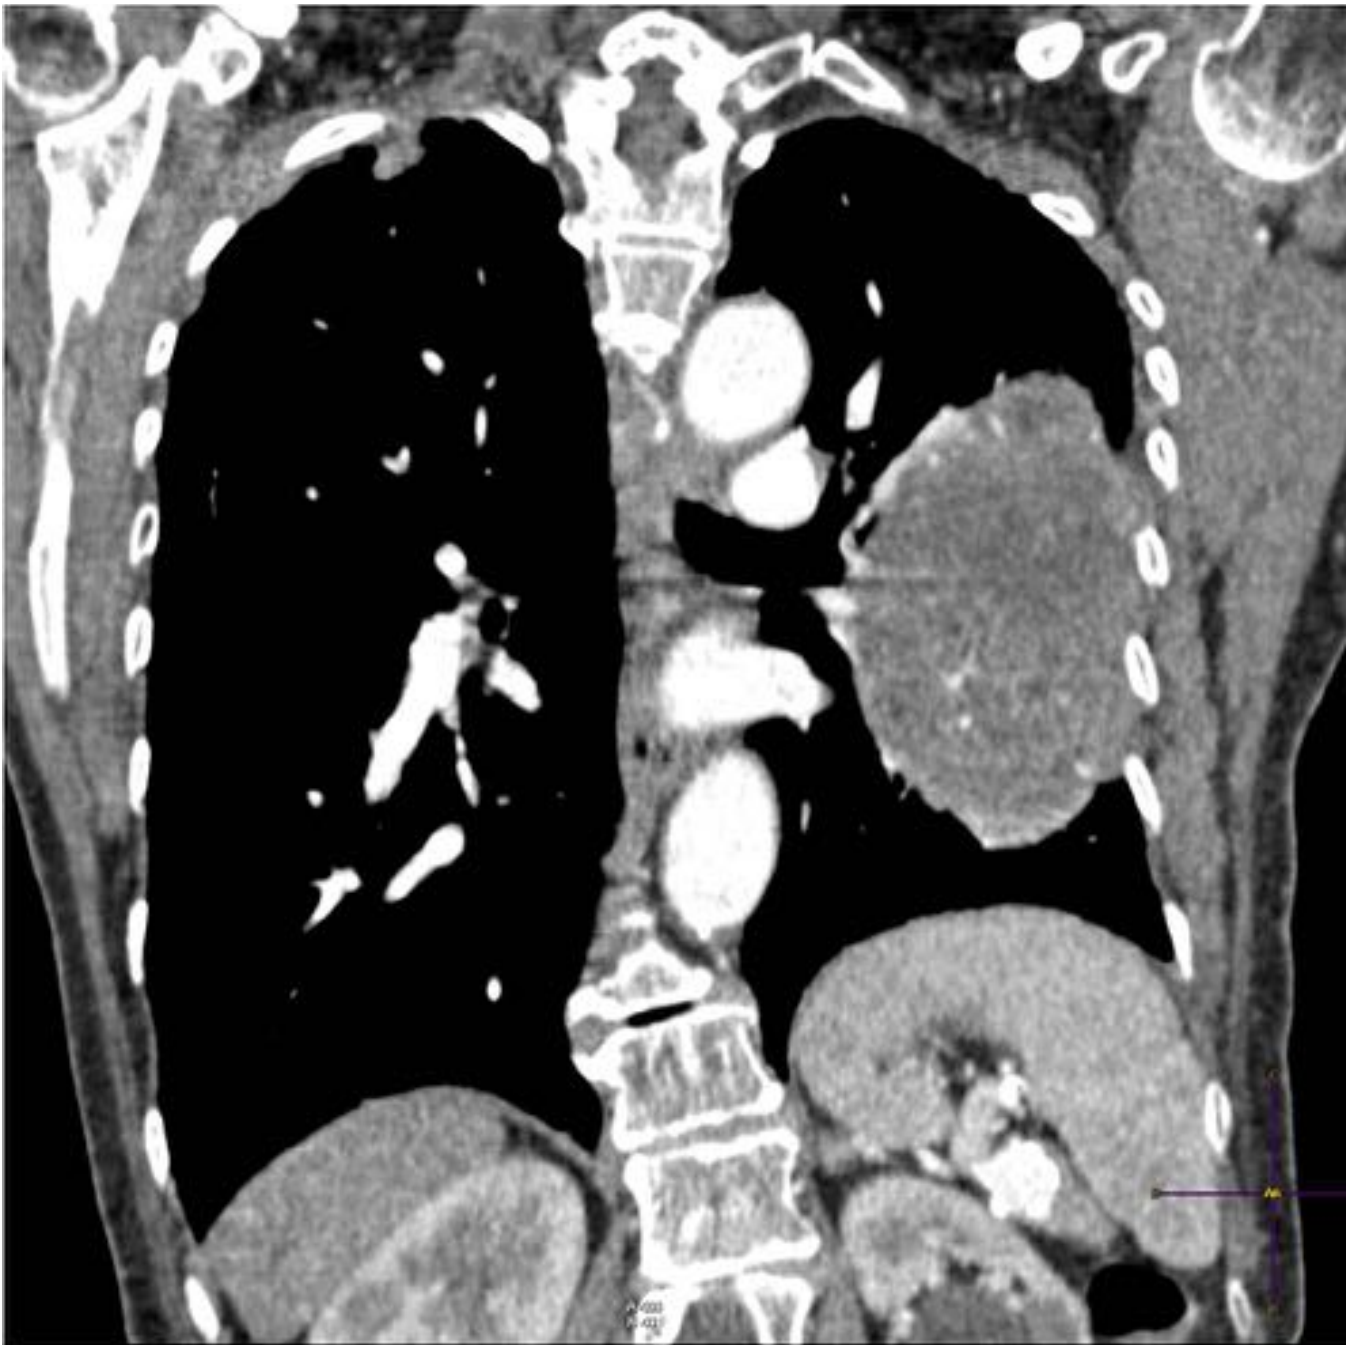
Reconstrucción coronal de TAC torácico con CIV (misma paciente de la imagen anterior). Masa con realce interno que ocupa el tercio superior del hemitórax izquierdo y que contacta ampliamente con la pleura parietal y mediastínica. Muestra características de lesión extrapulmonar. Se realizó biopsia guiada por TAC, con diagnóstico de tumor fibroso pleural.
